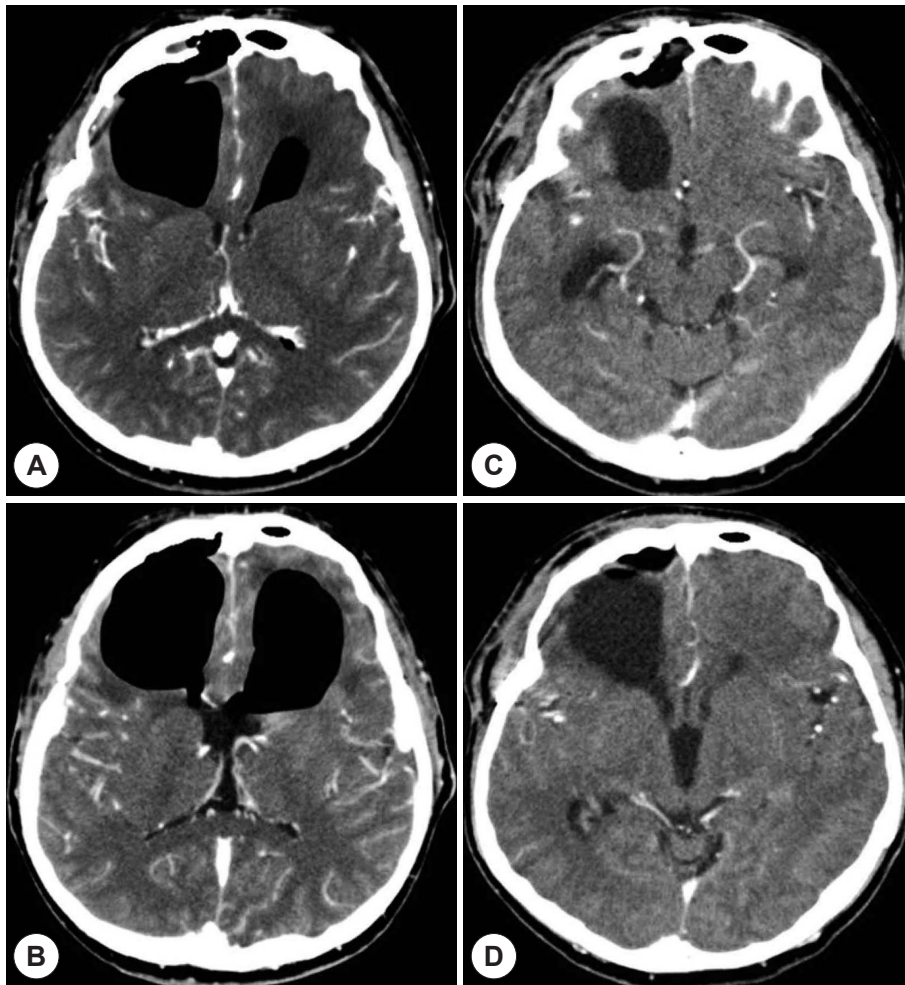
At the time of ENT consultation, CT scan showed a clear defect of posterior wall of the frontal sinus and bilateral big-sized pneumocephalus involving frontal lobe and frontal horns of lateral ventricles (A and B). Forty-five days after revision surgery, CT scan showed a clear boundary between the frontal sinus and cerebrum, and pneumocephalus was replaced by hydrocephalus at right side. However, brain parenchyma was irreversibly changed to encephalomalacia.
